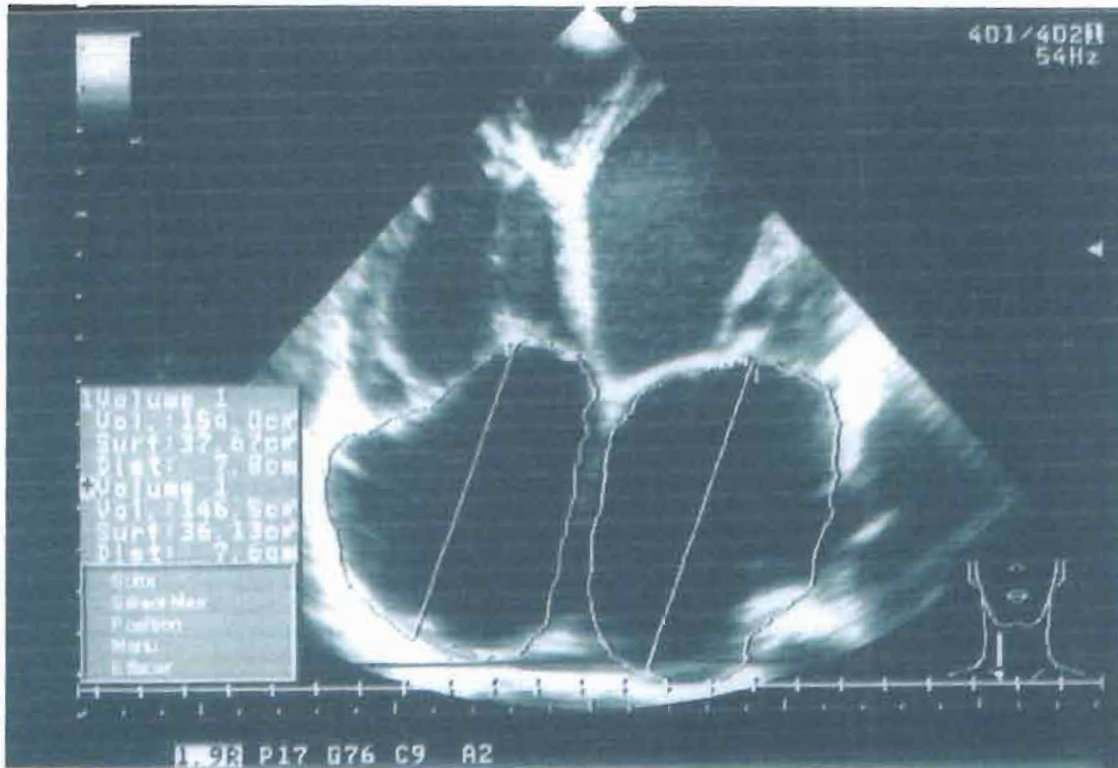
Image d'échocardiographie coupe apicale quatre cavités montrant une dilatation biauriculaire (Volume OG 154cm³ et OD 146cm³) et Contraste spontané intra ventriculaire chez une patiente de 65 ans porteuse d'une CMD.
